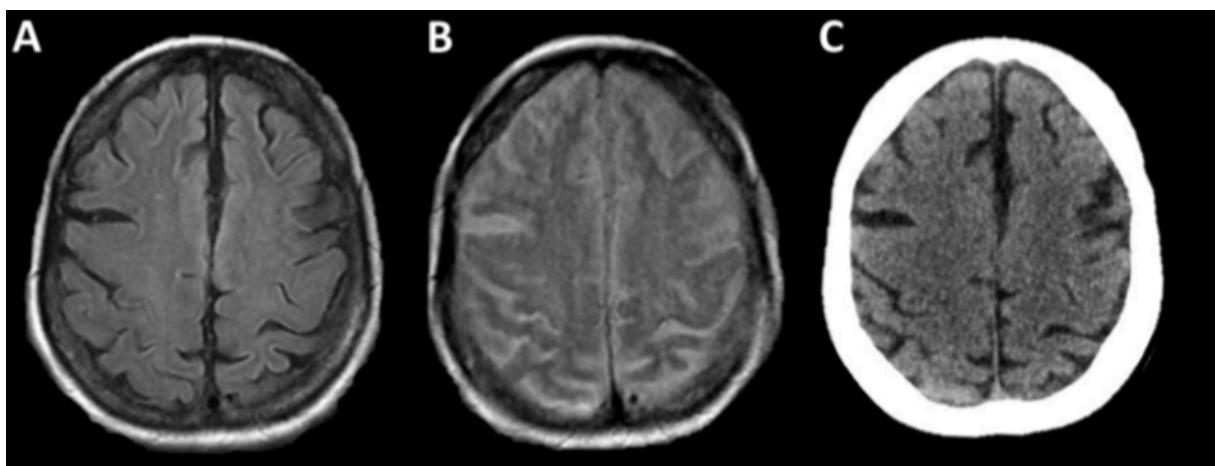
Espaces Sous-Arachnoïdiens : A. Séquence FLAIR de l'IRM pré TM réalisé avec injection de PDC gadoliné, sans particularités B. Séquence FLAIR de l'IRM de contrôle à 24h post TM montrant un rehaussement diffus des espaces sous arachnoïdiens, C. TDM sans injection à 48h post TM montrant l'absence d'hyperdensité spontanée des espaces sous arachnoïdiens.
